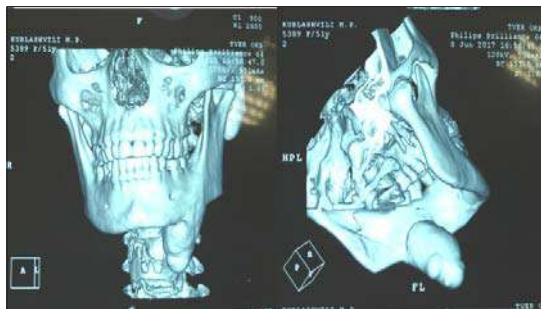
КТ нижней челюсти
